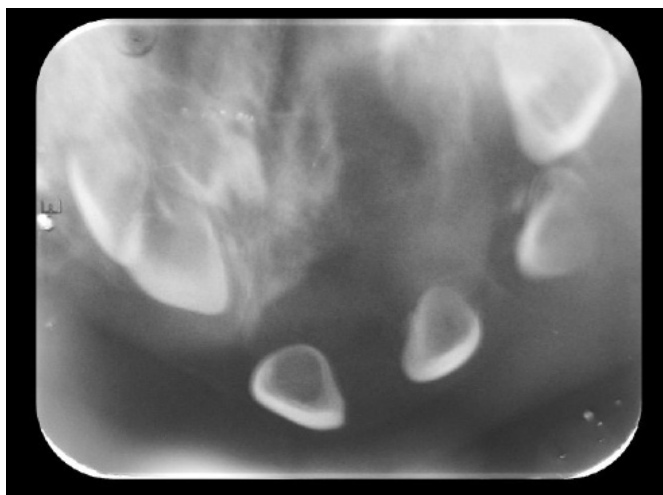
Radiografía oclusal del paciente donde muestra la extensión de la lesión, la pérdida ósea y el desplazamiento de estructuras dentales.
